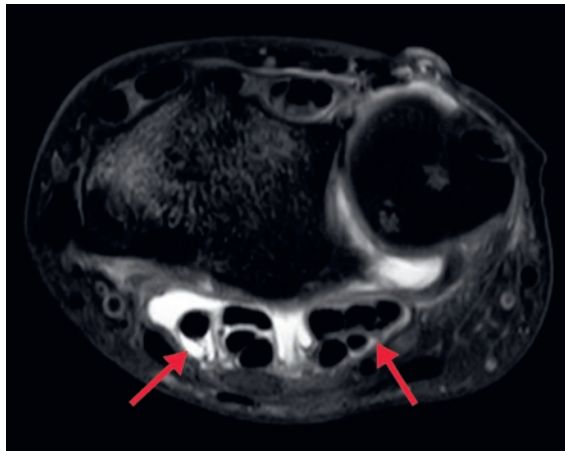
Arthro-Magnetresonanztomogramm des Handgelenks (Axialschnitt) in der protonengewichteten Sequenz (PDW): Kontrastmittelanreicherung im Karpalkanal bzw. entlang der Beugesehnnenscheiden (rote Pfeile).
